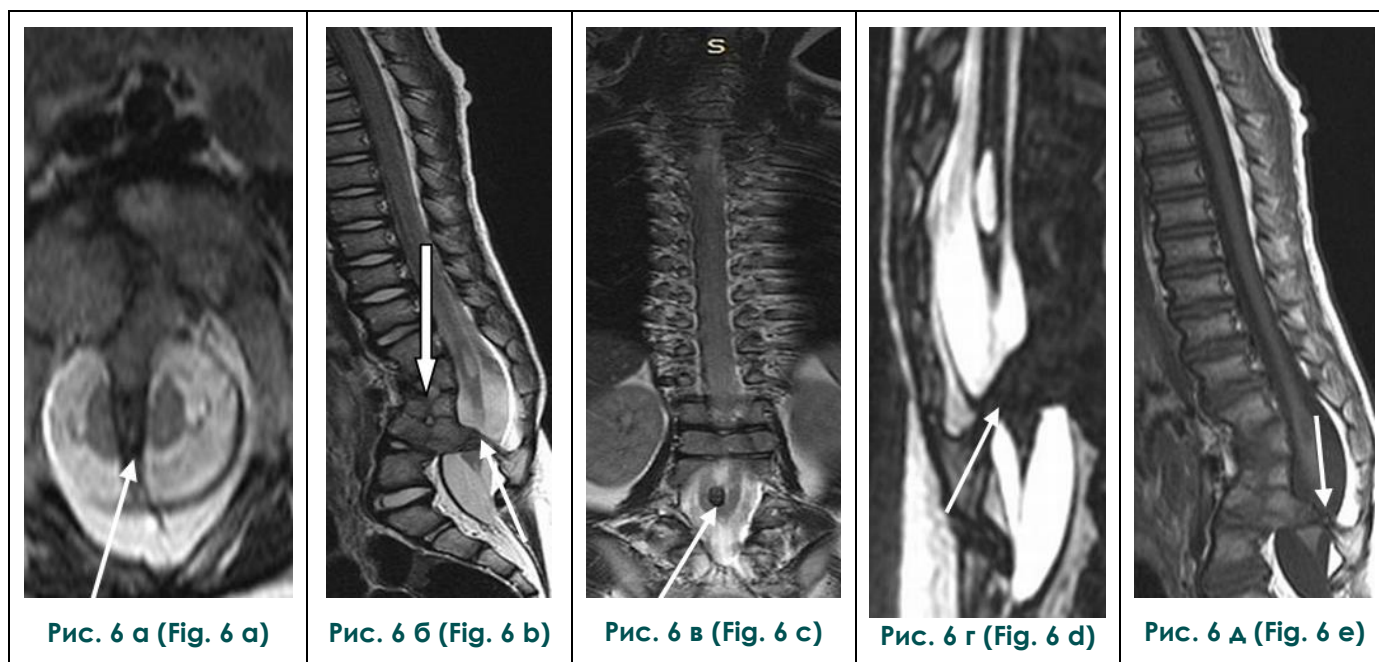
МРТ позвоночника.
